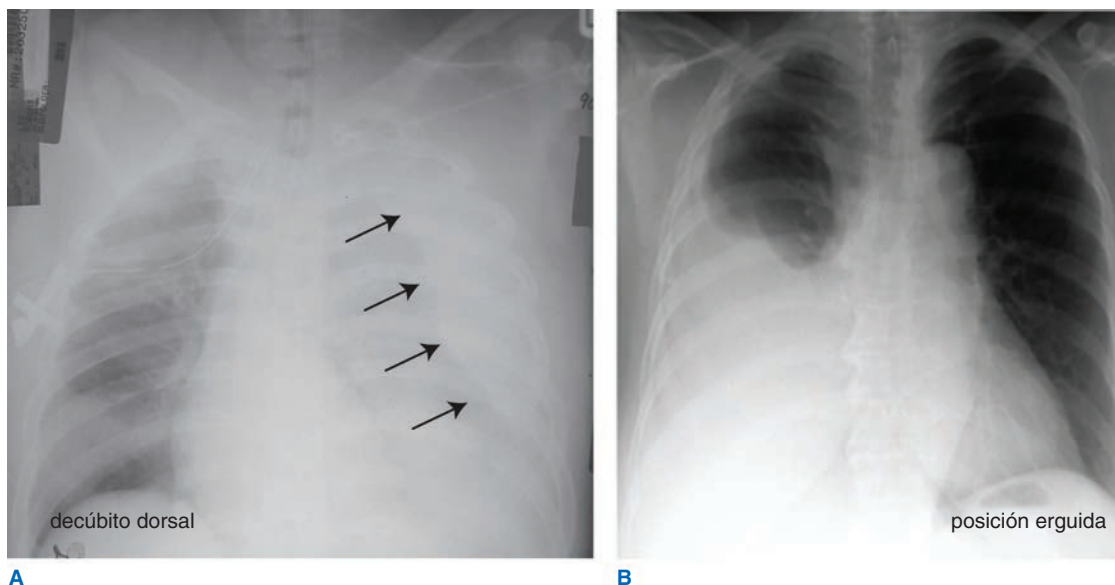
Se establece un neumotórax masivo si se encuentran más de 1 500 ml de sangre en la cavidad pleural. La radiografía torácica muestra la posición del paciente. A. En decúbito dorsal, la sangre se desplaza sobre toda la cara posterior del tórax y es más notable el desplazamiento del tejido pulmonar de la pared torácica. B. En posición erguida es visible la sangre en la parte inferior del espacio pleural derecho.
